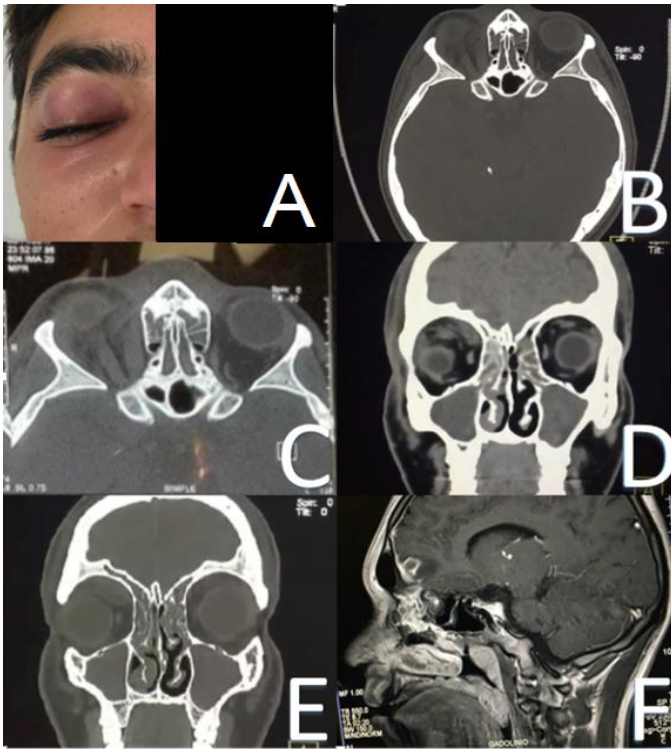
Estudios de gabinete del primer caso. A: Vista frontal de paciente del caso 1. B: Tomografía de cráneo simple corte axial. C: Tomografía de senos paranasales simple corte axial con evidencia de sinusitis etmoidal y lesión orbitaria. D: Tomografía de senos paranasales ventana de tejidos blandos corte coronal que muestra sinusitis etmoidal y maxilar así como absceso subperióstico derecho. E: Tomografía de senos paranasales con ventana para hueso, contrastada corte coronal, lesión isodensa superomedial orbitaria derecha. F: Resonancia magnética de cráneo con gadolinio, corte sagital con realce de gadolinio en absceso frontal cerebral.
